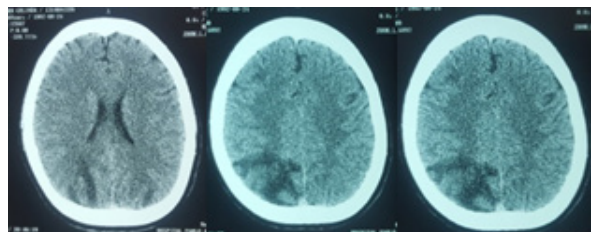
Tomografía simple de cerebro, donde se evidencia hipodensidades en lóbulos occipital, temporal y parietal.
